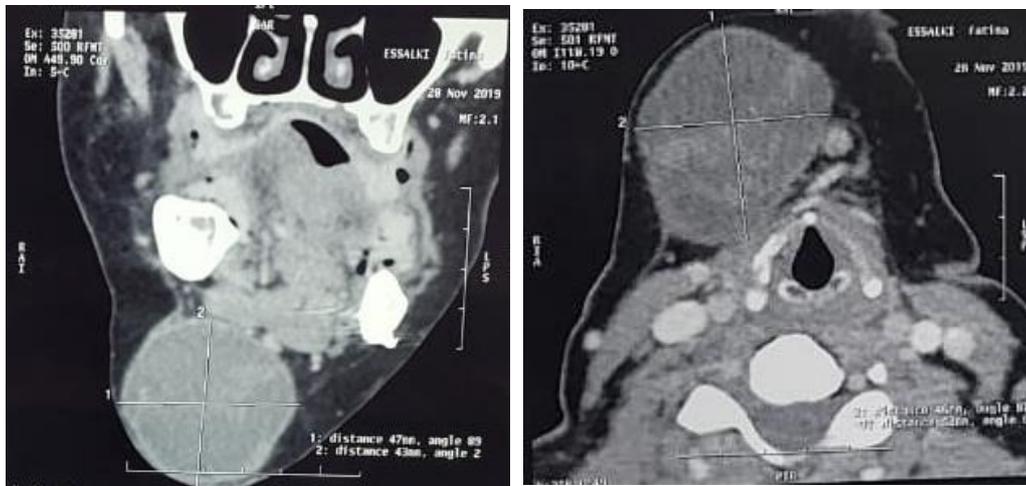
TDM en coupe frontale et axiale : Masse sous mentale droite, bien limitée de contenu liquidien, au niveau du tissu cellulo-graisseux sous cutanée
